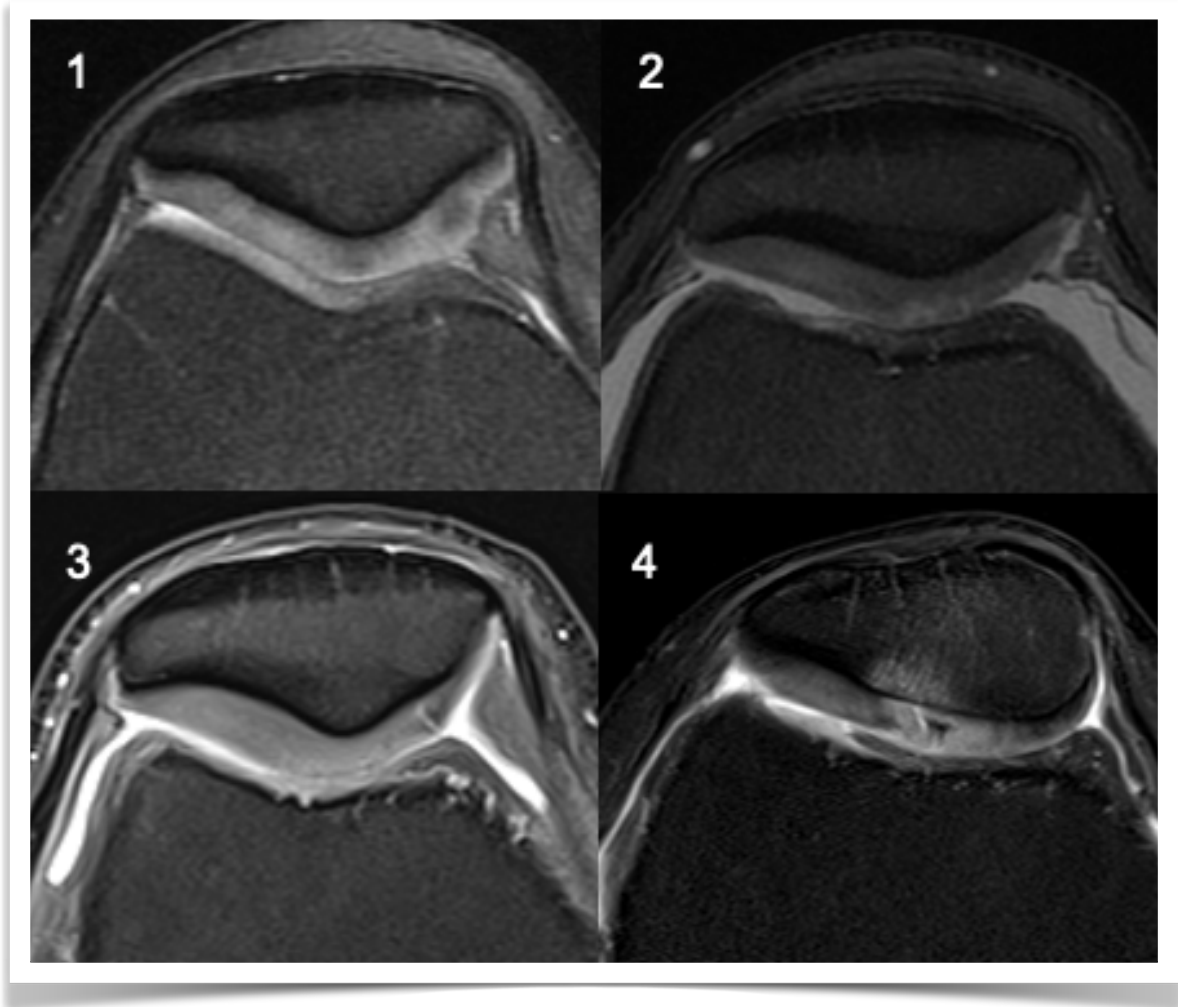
Clasificación de ICRS de condropatía patelar en RM. Secuencias axiales DP con supresión grasa.
